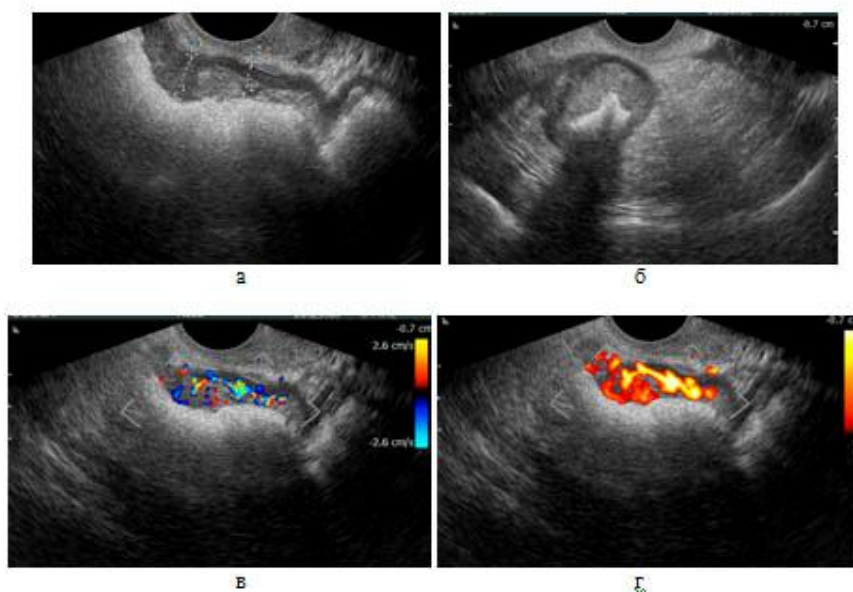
Эндофитная форма рака средне- и верхнеампулярного отделов прямой кишки. УЗИ из трансвагинального доступа: а-продольное сканирование, б-поперечное сканирование, в-сканирование в условиях цветного доплера, г-энергетического доплера.
